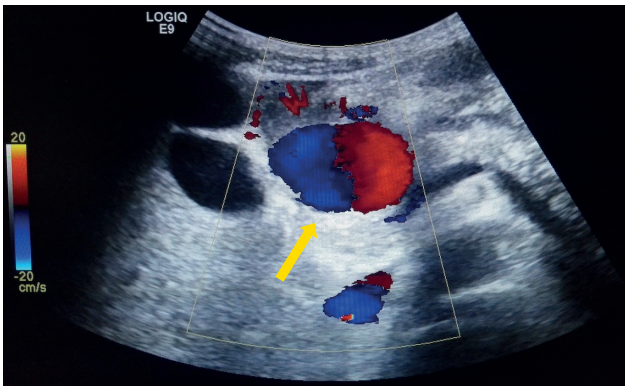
Ecografia abdominal com estudo Doppler, prévia à embolização. Pseudoaneurisma com origem na artéria gastroduodenal, identificando-se o sinal ‘yin-yang’ ao Doppler cor.
